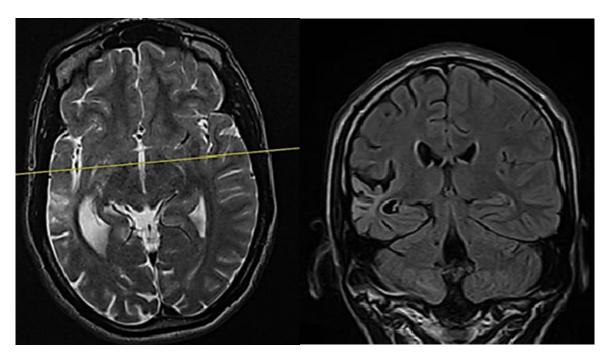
Результаты МРТ головного мозга (1,5 Тесла)
